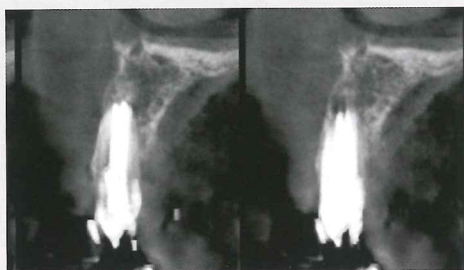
図15の症例の術後8カ月後のデンタルエックス線写真とCT画像。
